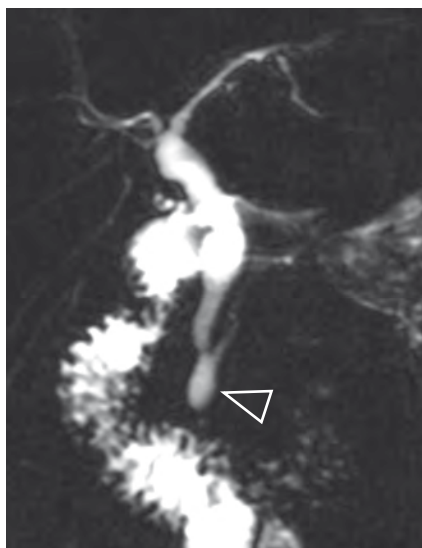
Chez cette patiente suspecte de présenter un kyste du cholédoque, la bili-IRM permet un bilan morphologique et la recherche de facteurs anatomiques prédisposants. Ici, on constate la présence d'un canal commun (tête de flèche) augmenté de calibre et anormalement long (≥ 15 mm). L'angle de raccordement du cholédoque et du canal pancréatique est en revanche normal ($< 30^\circ$)
